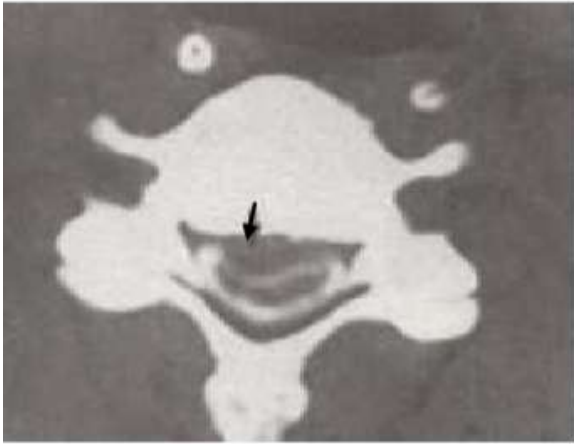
Myelo-TDM : Hernie discale
